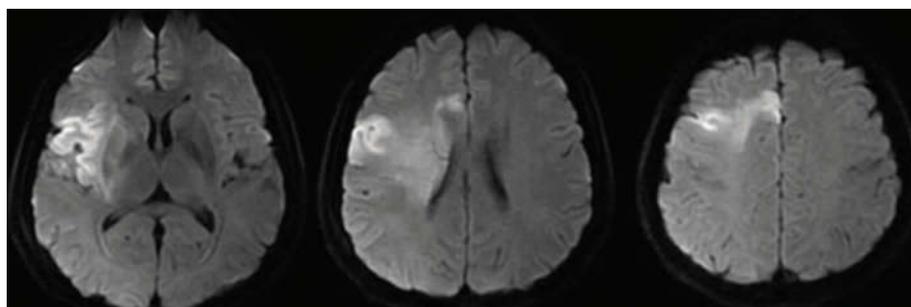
病例2患者发病约4 h 头部 DWI 示右侧额叶、岛叶、基底节、放射冠大片状高信号
